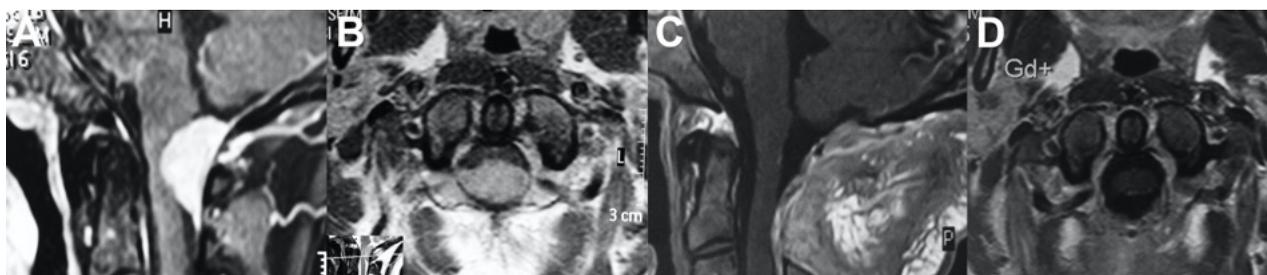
Menioma del foramen magno posterior. A-B: RM preoperatoria; C-D: RM postoperatoria.
